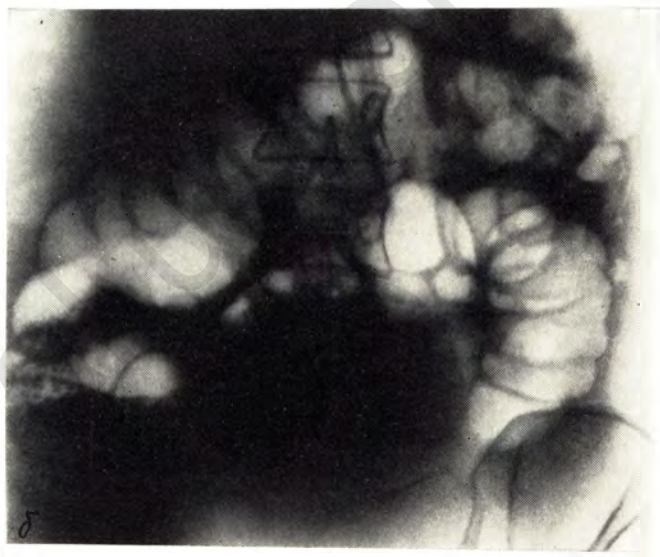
Обзорная рентгенография брюшной полости. Кишечная непроходимость.
